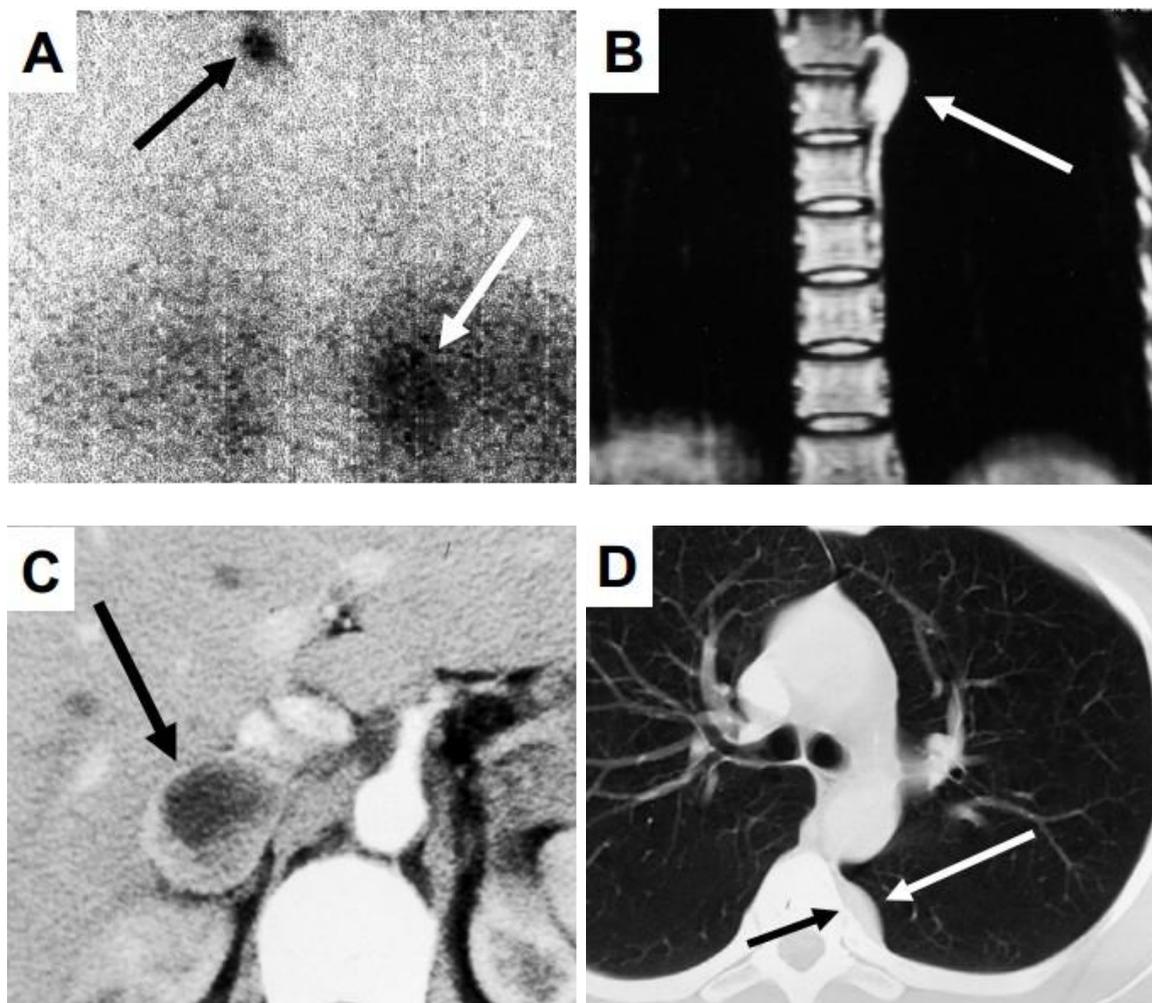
误诊为恶性嗜铬细胞瘤， $[^{123}\text{I}]$ MIBG扫描。背视图(A)嗜铬细胞瘤位于肾上腺（白色箭头）。C图利用CT检查的同一肿瘤的顶视图。此外，胸部中线上部区域的富集可以解释为肿瘤的转移。图B和C中利用MRI（黑色箭头）检测的富集，前视图(B)和顶视图(D)符合肾上腺外嗜铬细胞瘤典型位置于神经节旁。一位33岁女患者携带SDHD基因突变，SDHD基因突变患者经常出现多发肿瘤。来自Bausch B et al. *Ann. N. Y. Acad. Sci.* 1073:122-137 (2006). 均获得了出版者的同意（详见参考文献）。
